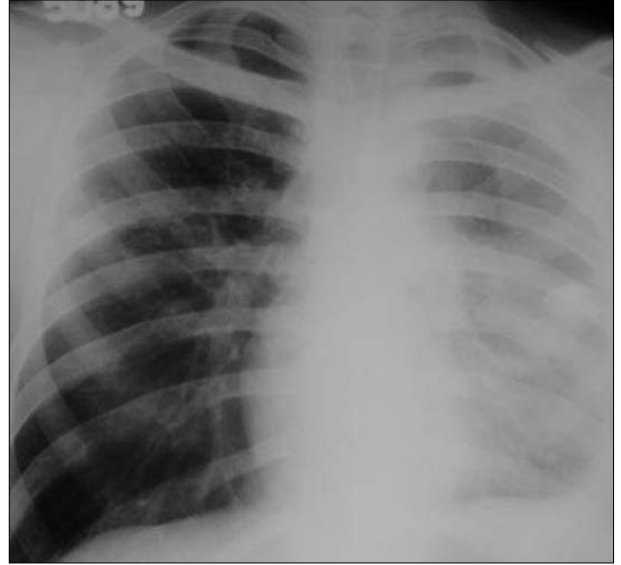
Resim 1. Bir no'lu olgumuz, akciğer grafisinde milier görünüm ve solda hidropnömotoraks (minimal plevral sıvı) görülmektedir.
